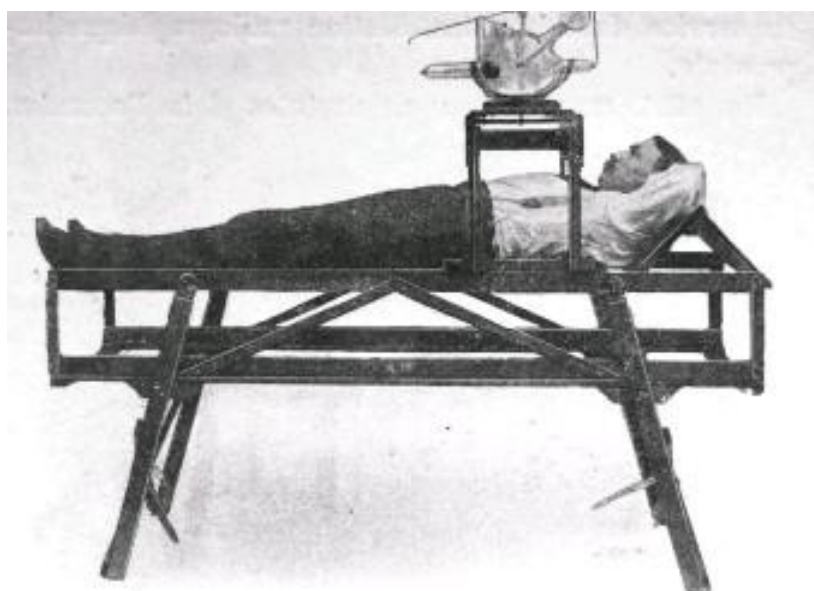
Notre lit d'opération formant porte-ampoule disposé pour la radiographie.
